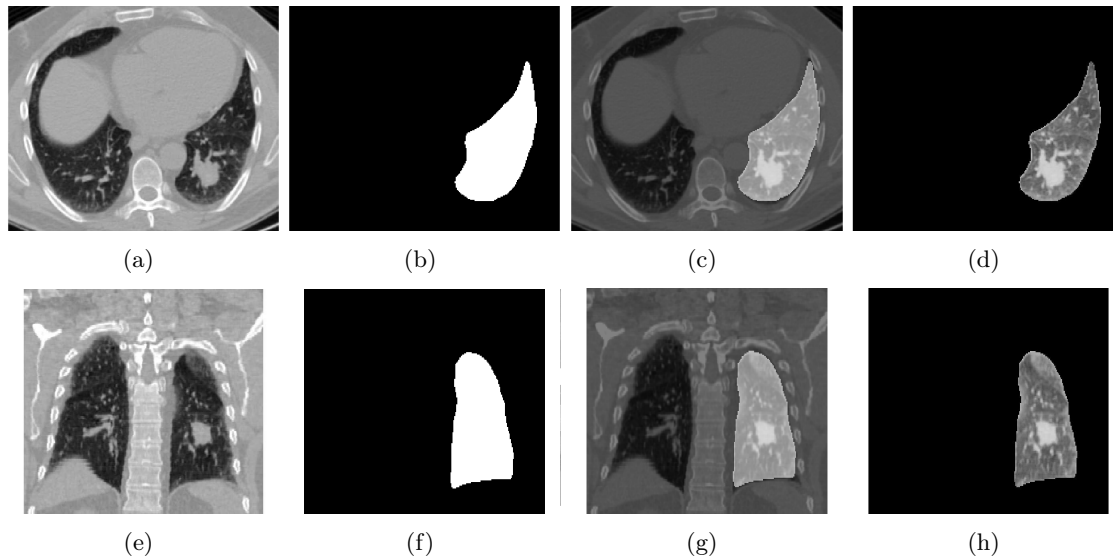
Application d’un masque pour la segmentation d’une tumeur: (a) et (e) image TDM du thorax avec une tumeur pulmonaire (coupe axiale et coupe coronale), (b) et (f) masque du poumon gauche, (c) et (g) superposition du masque et de l’image TDM, (d) et (h) zone d’intérêt retenue pour la segmentation.
